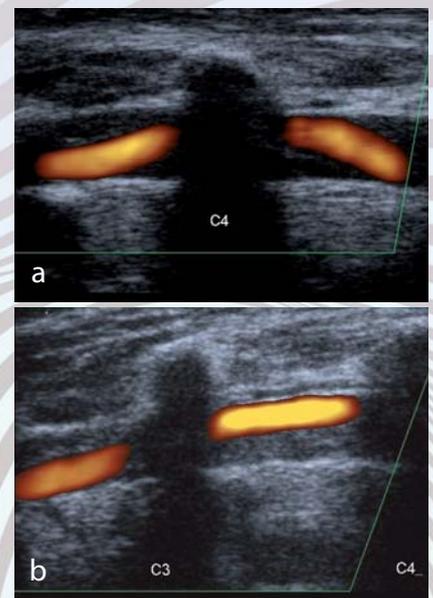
Begleitsymptom Kopfschmerz: Dissektion der A. vertebralis beidseits mit exzentrischem Wandhämatom im Bereich C3 – C5 links (a) sowie C2 – C4 rechts (b) bei 32-jähriger Frau mit Schwindel und Nacken-Hinterkopfschmerz beidseits nach Halswirbelsäulenverletzung. Nachweis mit Sonografie. Das MRT hatte keinen auffälligen Befund gezeigt; das Wandhämatom durch Dissektion kann in den MR-Sequenzen im Frühstadium übersehen werden (2)
